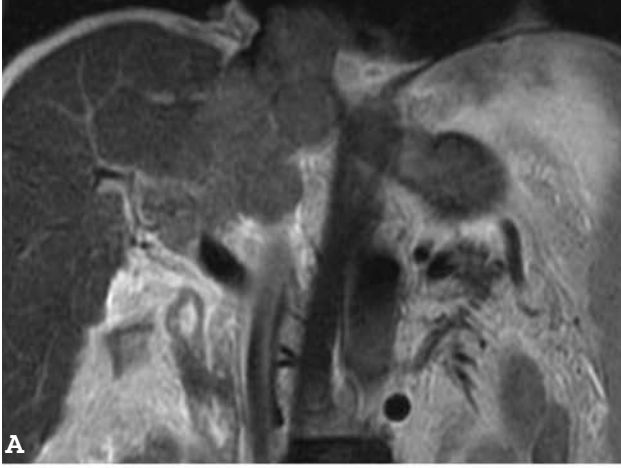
Hepatosellüler karsinoma (oklar). Prekontrast T1 (A) ve T2 ağırlıklı görüntüler (B). Aynı olgunun dinamik karaciğer MRG'de lezyonun arteriyel evrede yoğun kontrast tuttuğu (C) ve portal venöz evrede septasyonlar ve kapsülü hariç kontrast maddeyi bıraktığı izleniyor (D)
